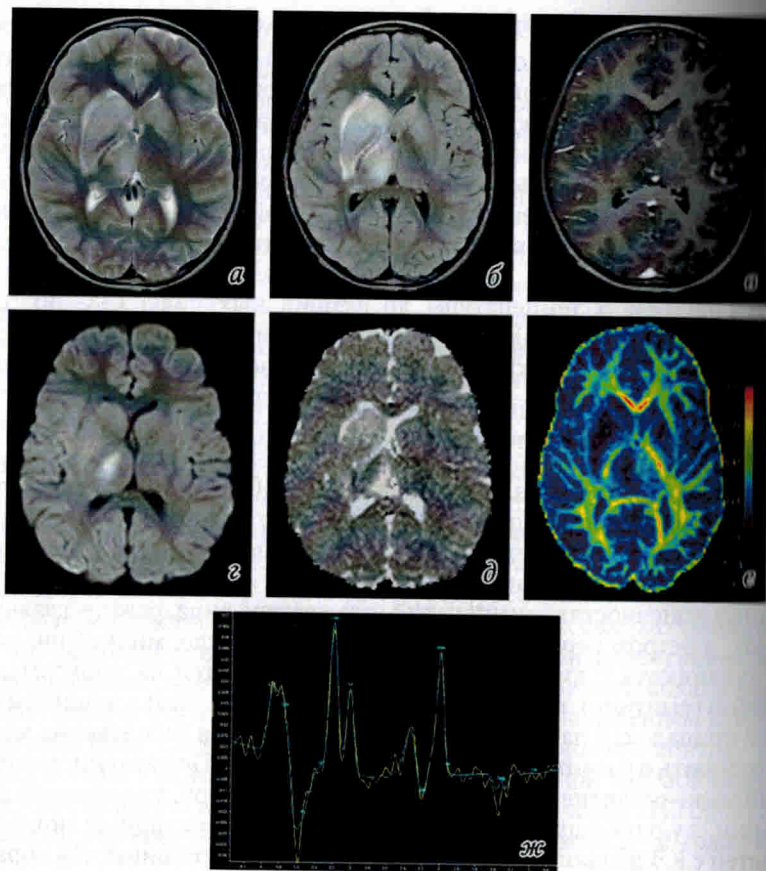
Пациент Л., возраст 10 лет, диагноз: клещевой энцефалит (укус клеща был за 11 дней до выполнения МРТ). МРТ ГМ:
